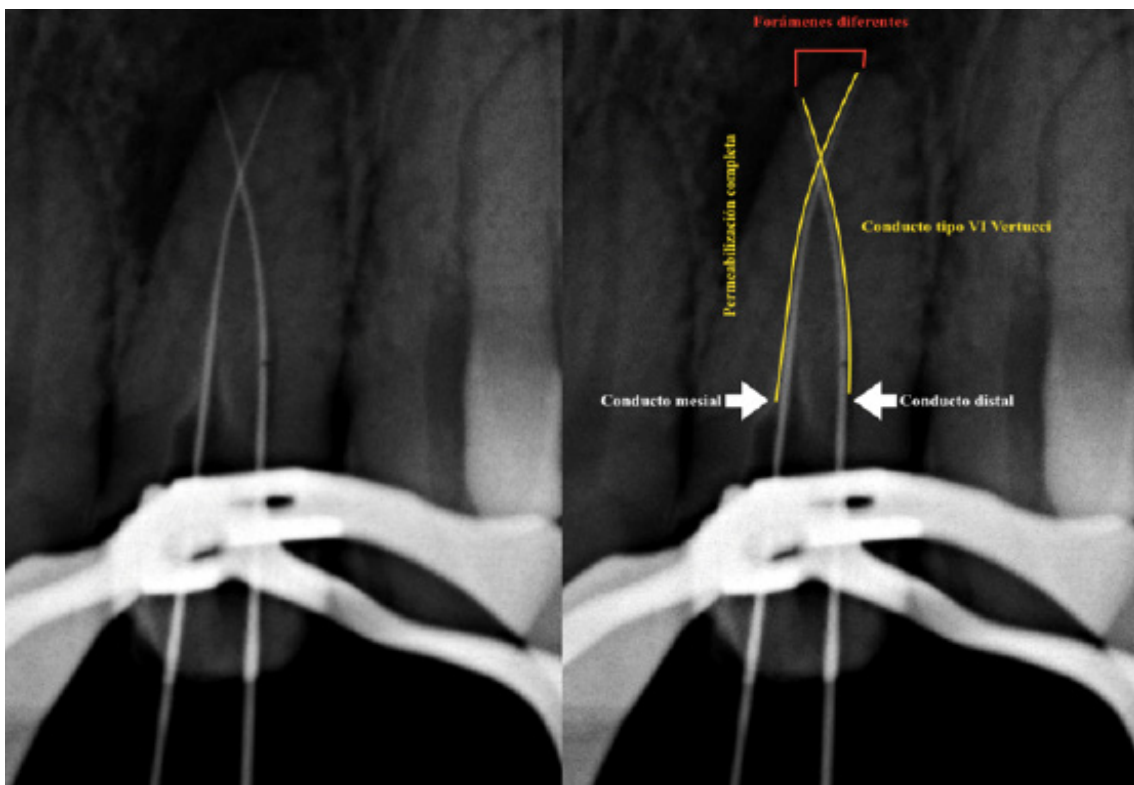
Radiografía de conductometría definitiva
